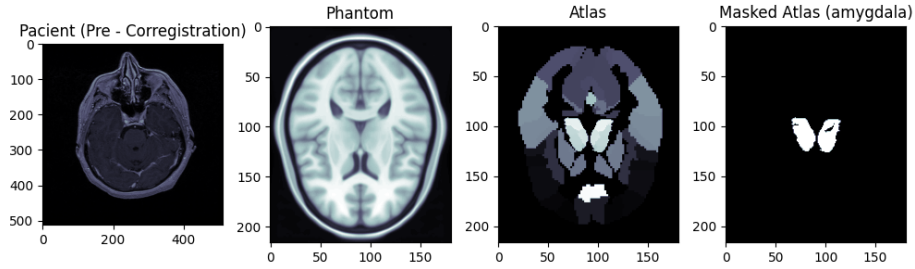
Diferencia entre las proporciones de la imagen de la CT y el resto.
